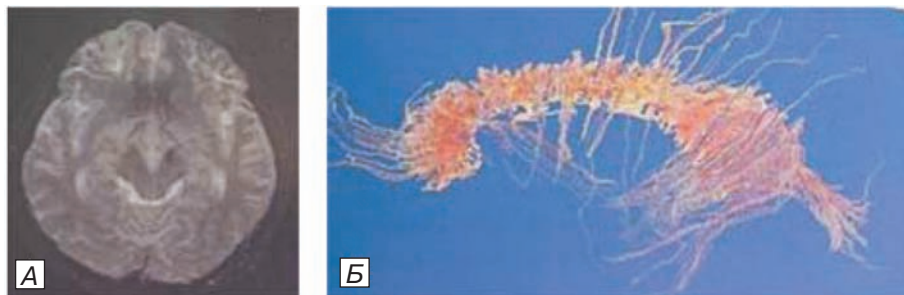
Пример применения диффузионно-тензорной МРТ для оценки динамики течения ДАП. А) МРТ головного мозга пациента с ДАП, 4 мес после травмы. Т2-ВИ. Аксиальная проекция. Умеренные атрофические изменения коры головного мозга; Б) диффузионно-тензорная МРТ. Феномен «облысения» мозолистого тела (по А. Okumura и соавт., 2005) [17].
